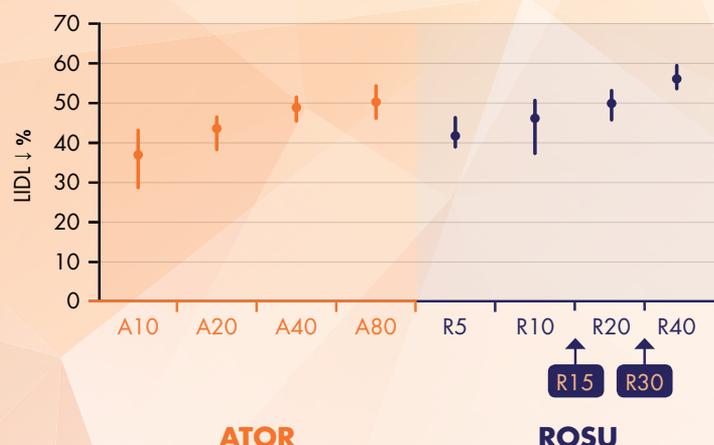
Adaptado de las referencias Weng TC² y Mukhtar³
